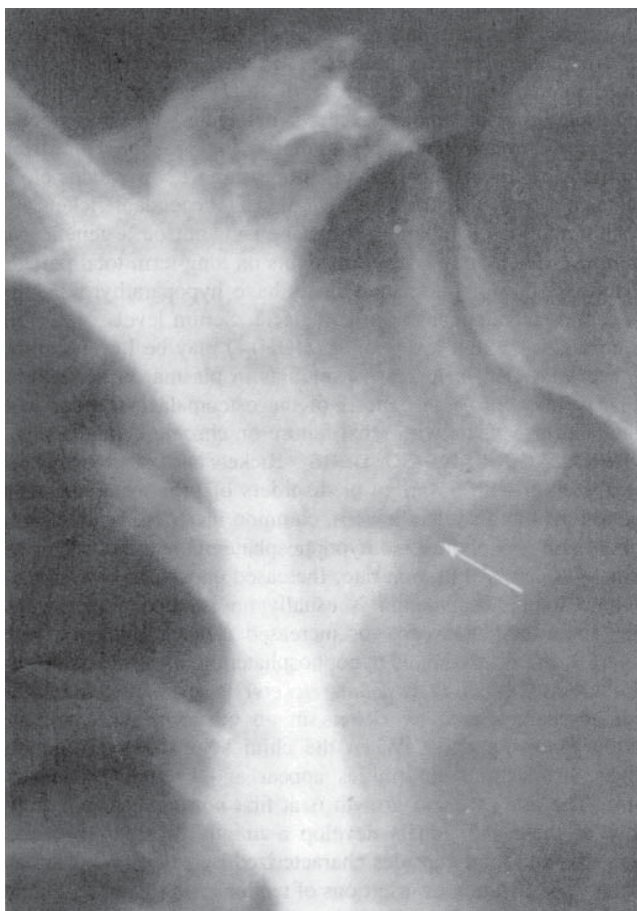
Radiografie de scapula la o femeie de 58 de ani cu diabet fosfat. Prezența pseudofracturilor sau striurilor Looser este indicată de săgeată.
